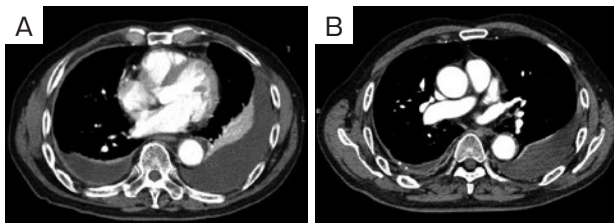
胸部造影CT. (A) 左側優位に両側の胸水貯留・壁肥厚を認める. (B) 右側では一部石灰化を認める.
